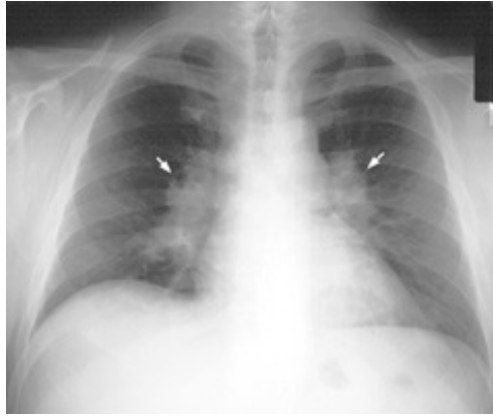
Radiografia torácica pósterio-anterior de paciente com sarcoidose pulmonar no estágio I.
